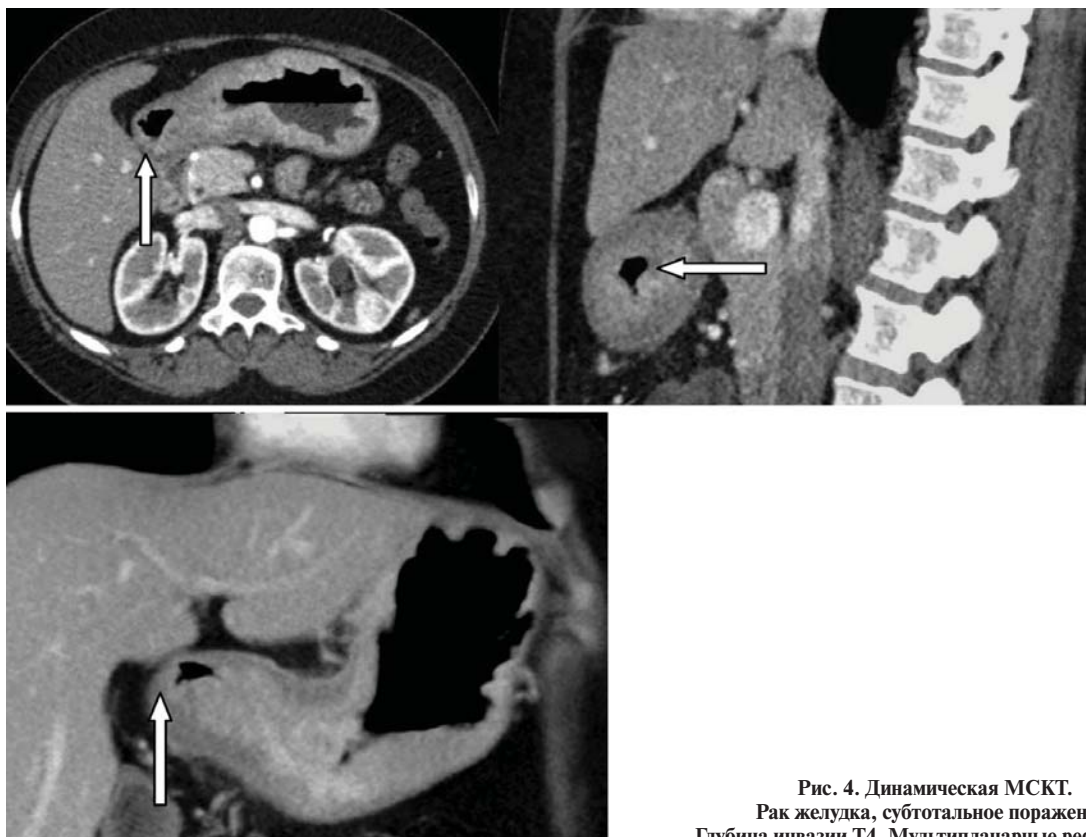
Динамическая МСКТ.
